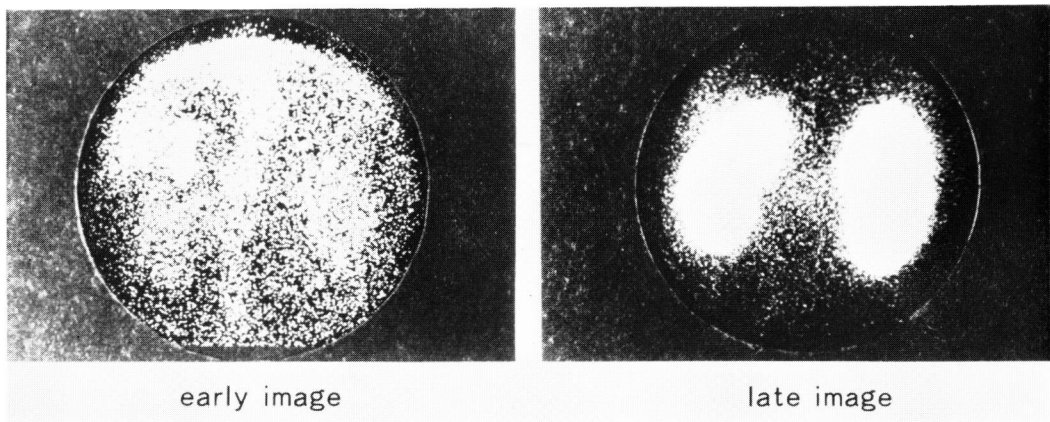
^{99m}Tc -DMSA renal scintigram. Renal bleeding (Type II).
